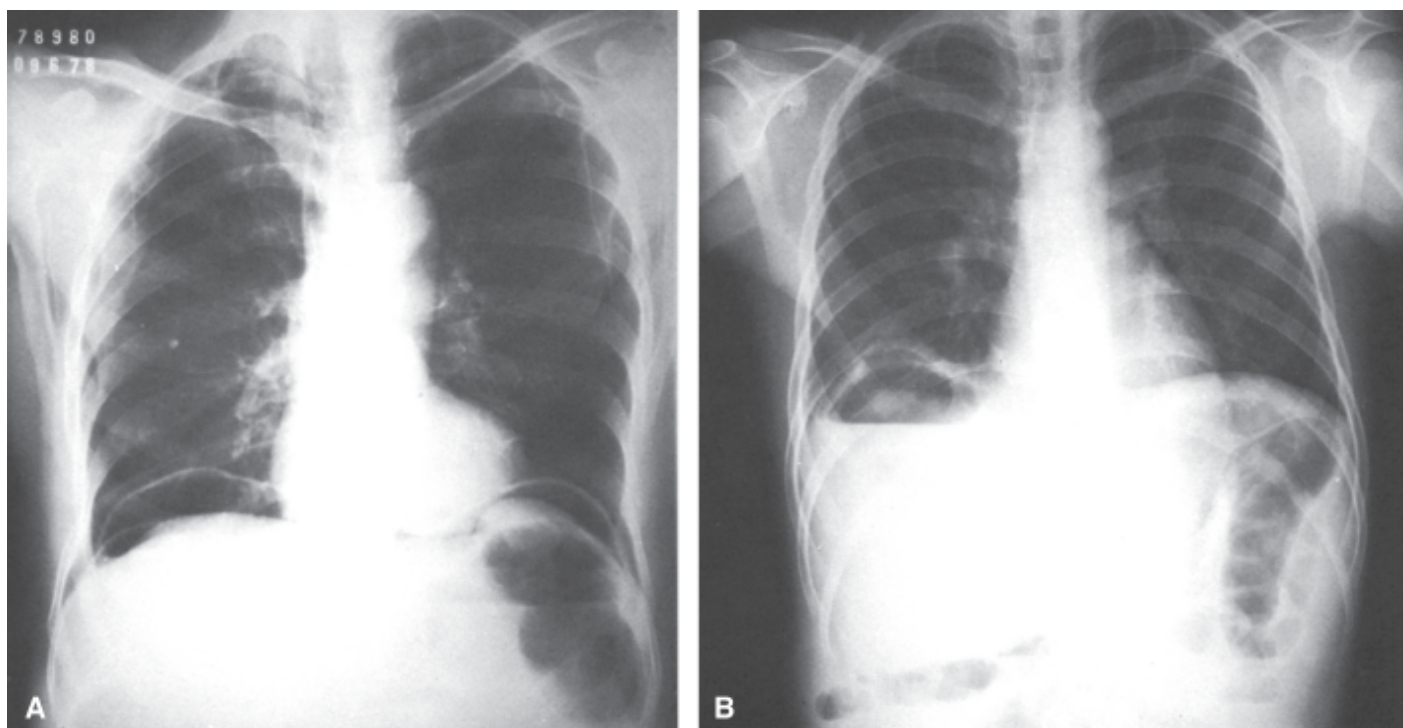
Radiografias simples do tórax. A. Pneumoperitônio bilateral. B. Abscesso subfrênico à direita com nível hidroaéreo.
